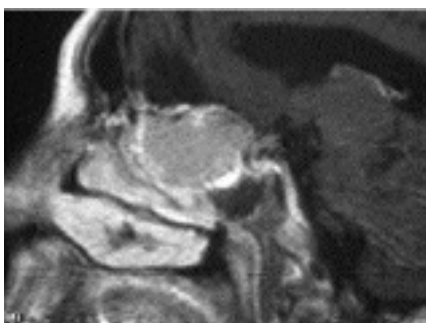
Meningioma della doccia olfattoria RMN sagittale che mostra la distruzione della rinobase.
